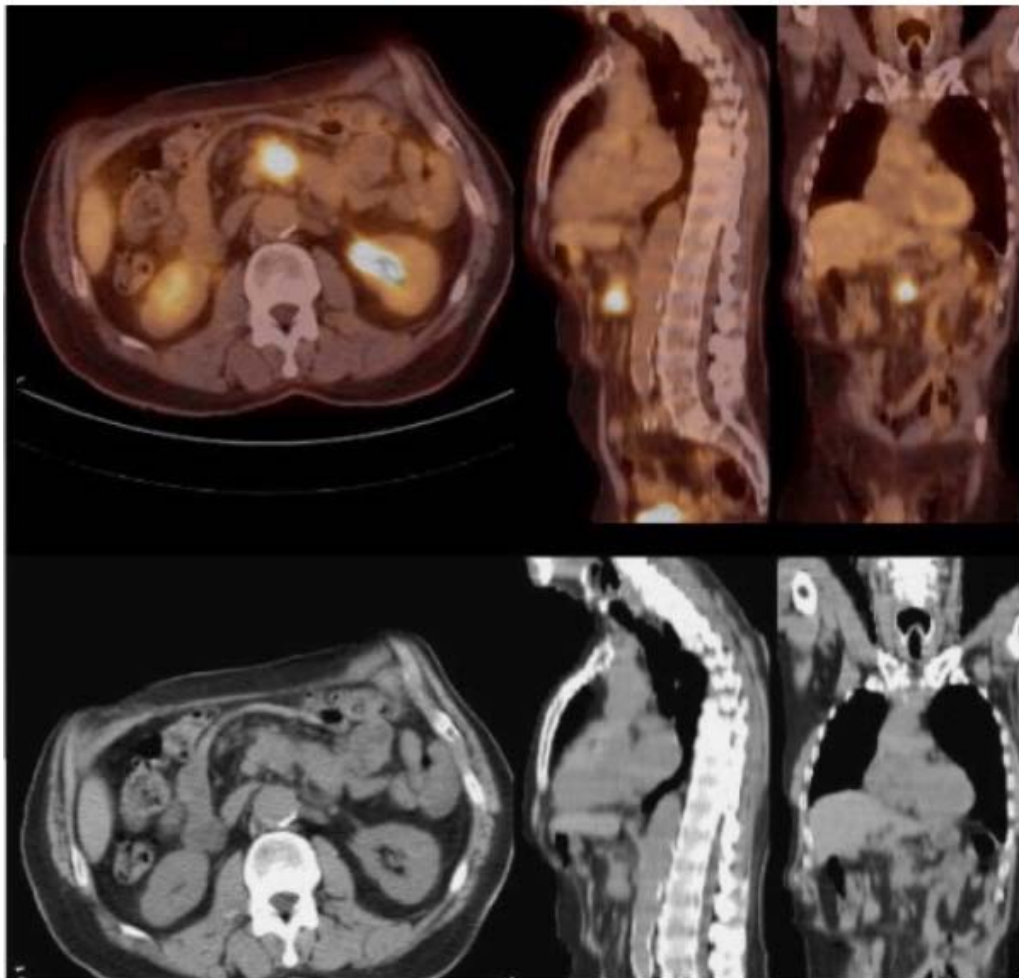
Image PET Scan : Ré cidive tumorale chez un patient opéré deux ans plus tôt d'un adé nocarcinomecéphalique du pancréas (56).
